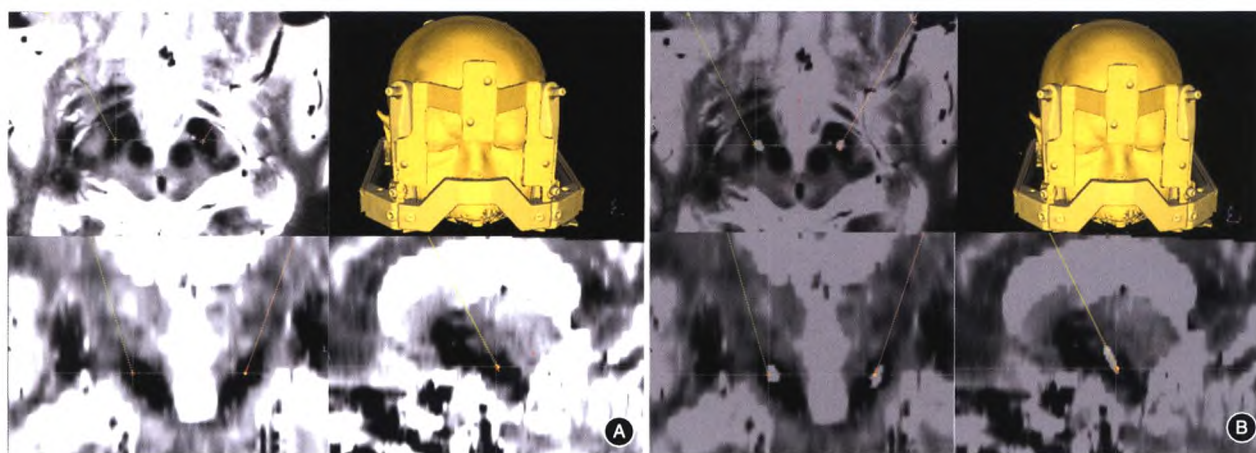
帕金森病患者应用睿米机器人辅助脑深部电刺激电极植入前、后的影像学图片 A.将术前头颅 MRI 与 CT 定位图像融合,设计靶点及手术路径;B.术后 CT 与术前规划影像融合结果,可见术后电极的位置与手术计划相符
